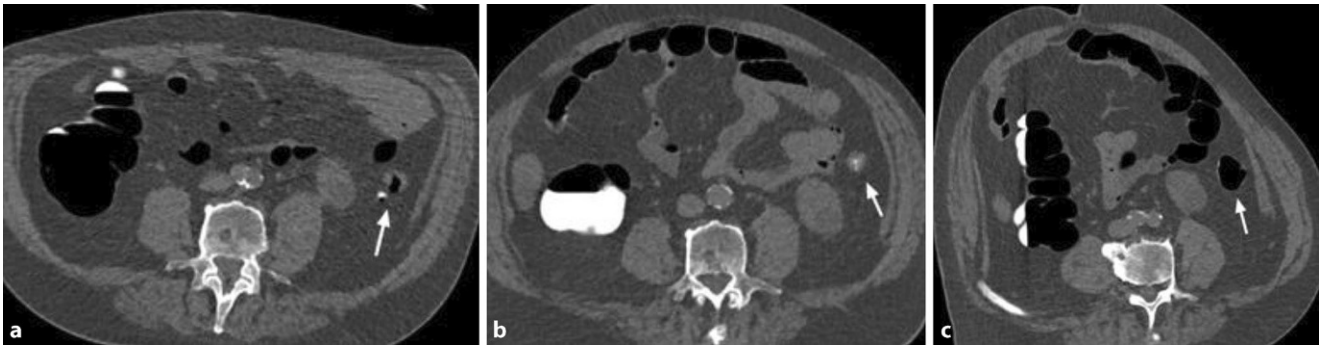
▲ Effekte von „fecal tagging“ in der CT-Kolonographie (CTK). a Flüssigkeitskontrastierung zur Detektion von Polypen. b Stuhlkontrastierung zur Differenzierung von polypoiden Stuhlresten. c „Contrast coating“ auf flachen Läsionen
